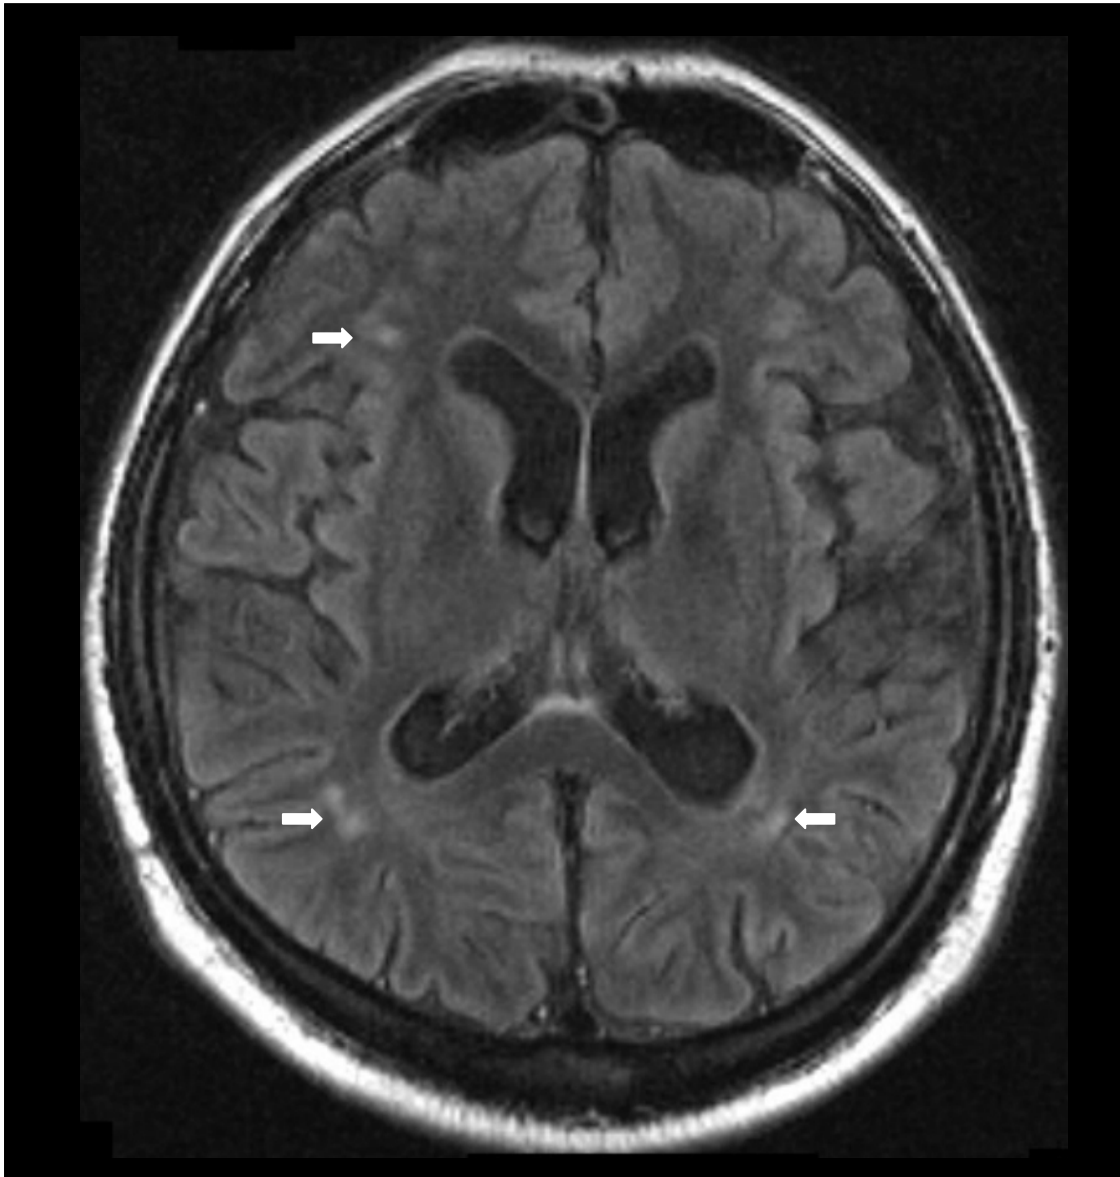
Kraniale MRT-Aufnahme eines DM-1-Patienten (3-5), FLAIR-Sequenz, mit leichten fleckförmigen, subkortikalen Marklagerläsionen (Pfeile)
